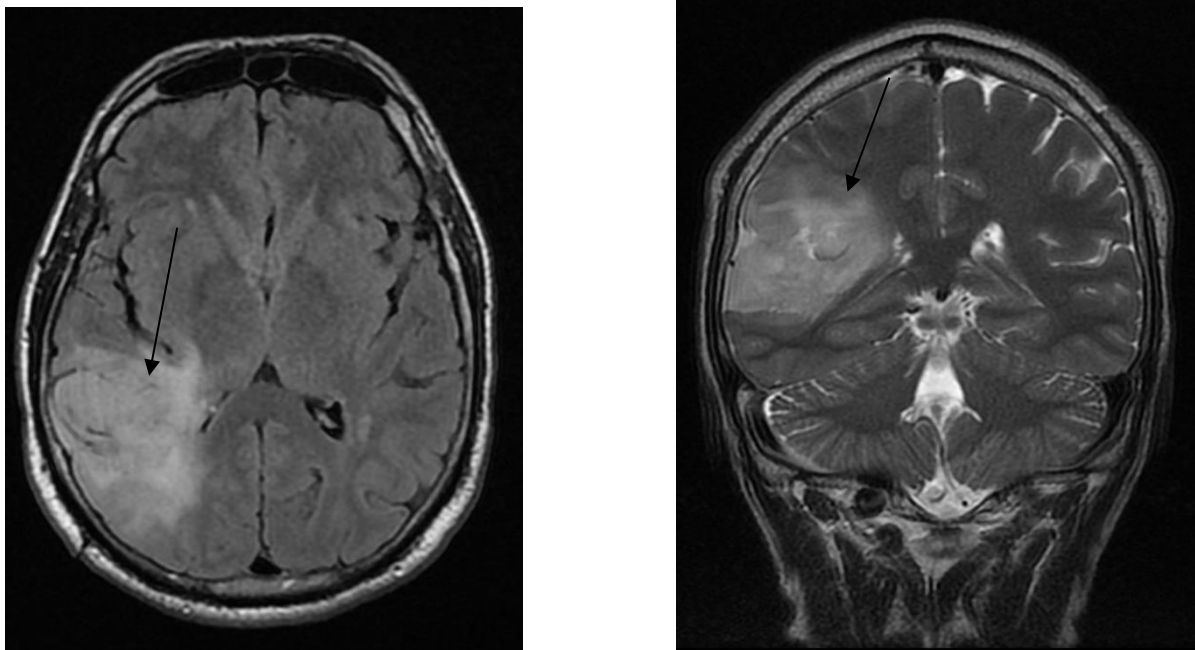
МРТ пациента с внутримозговой опухолью глубинных отделов правой теменной и височной долей (указано стрелками). Аксиальная (а) и фронтальная (б) проекция
